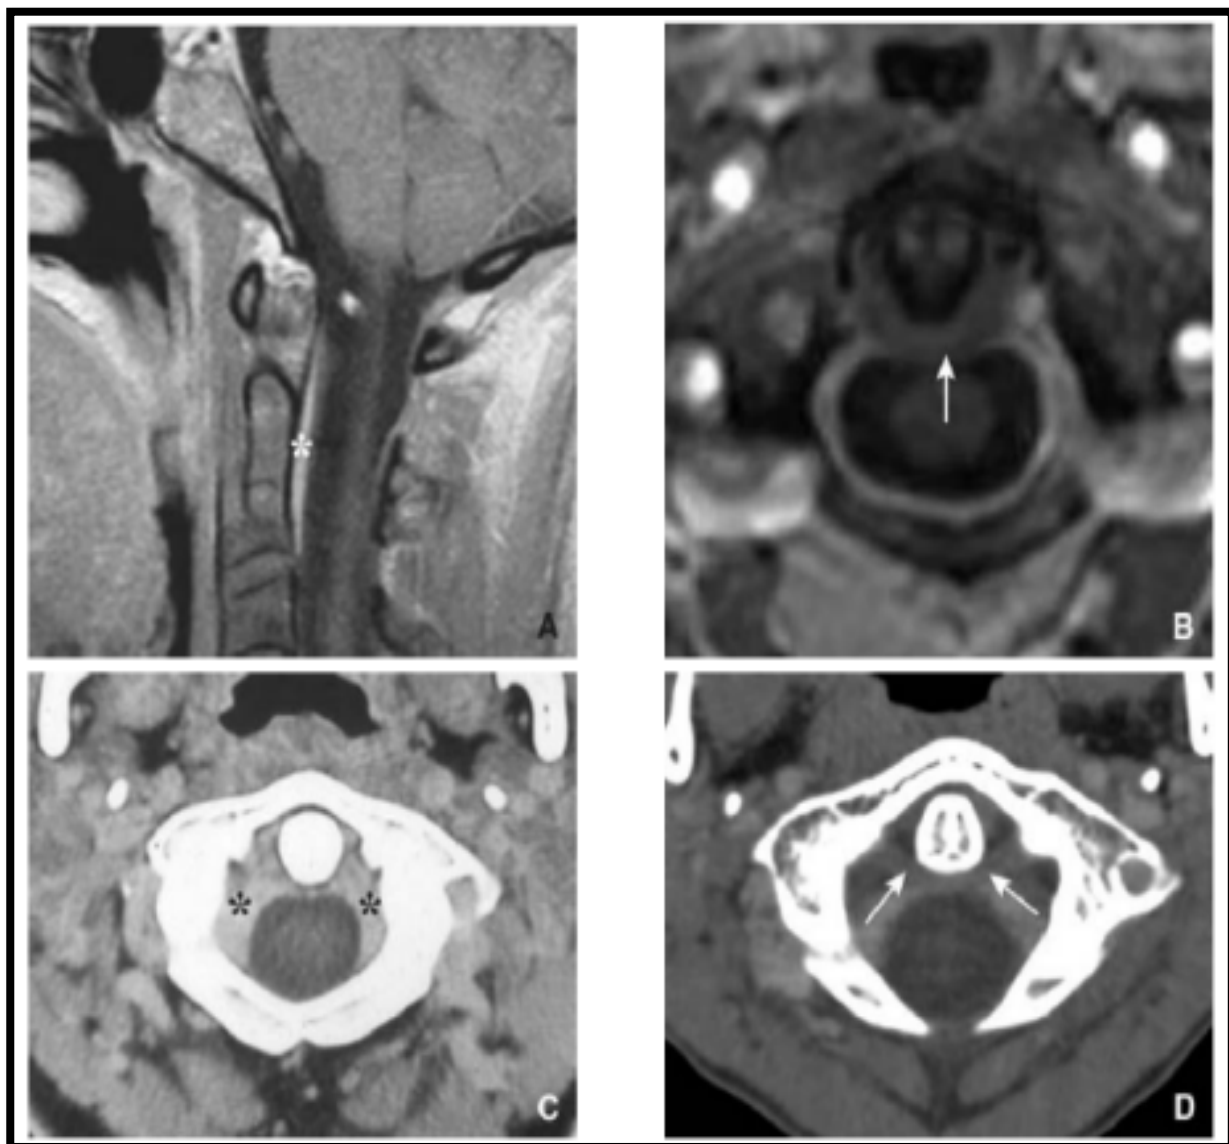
Espace épidural en C1 et C2. L'IRM en coupes sagittales (A) et axiale (B) en T1 après injection de gadolinium et les coupes scannographiques axiales après injection de PC (C, D) visualisent les veines épidurales antérolatérales (astérisques). Noter la bonne visualisation du ligament transverse (flèches). [93]
